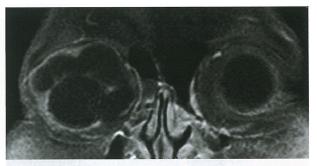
MRI of T1 relaxation time coronal Hyperintense homogeneity and a multilocular tumor mass were seen superior to the eye ball in MRI, which compresses the eyeball down outwards in coronal.
